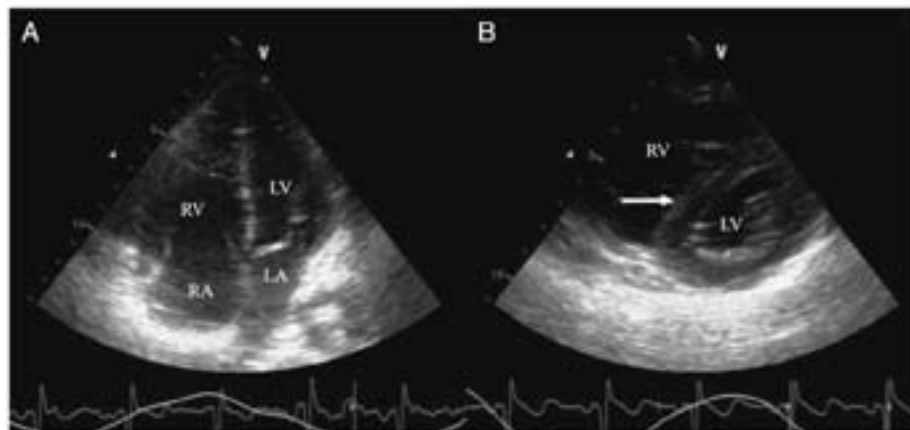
Cuore polmonare acuto mediante approccio transtoracico in un paziente ventilato per ARDS, A, Proiezione apicale in quattro camere che rivela la dilatazione del ventricolo destro, con un RV più grande del sinistro. B, proiezione in asse corto parasternale del LV che rivela il movimento paradossale del setto (freccia, forma a D). LA = atrio sinistro; LV = ventricolo sinistro; RA = atrio destro; RV = ventricolo destro.
